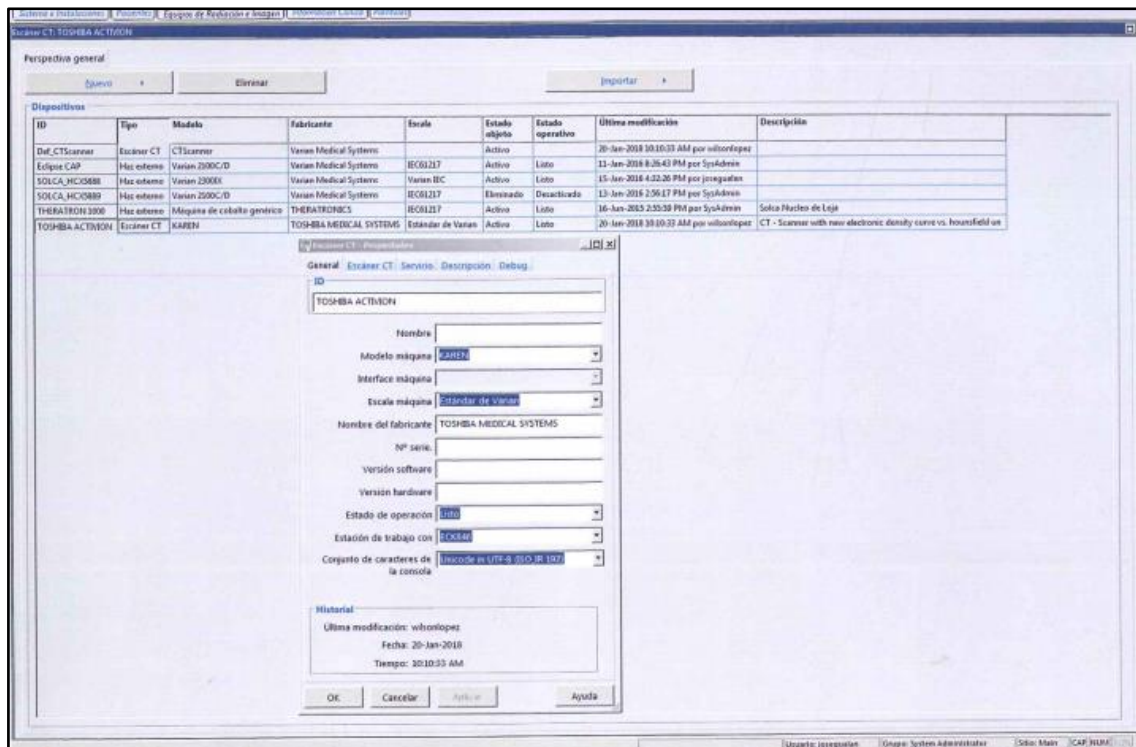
Declaración del nuevo CT Scanner TOSHIBA ACTIVION.
